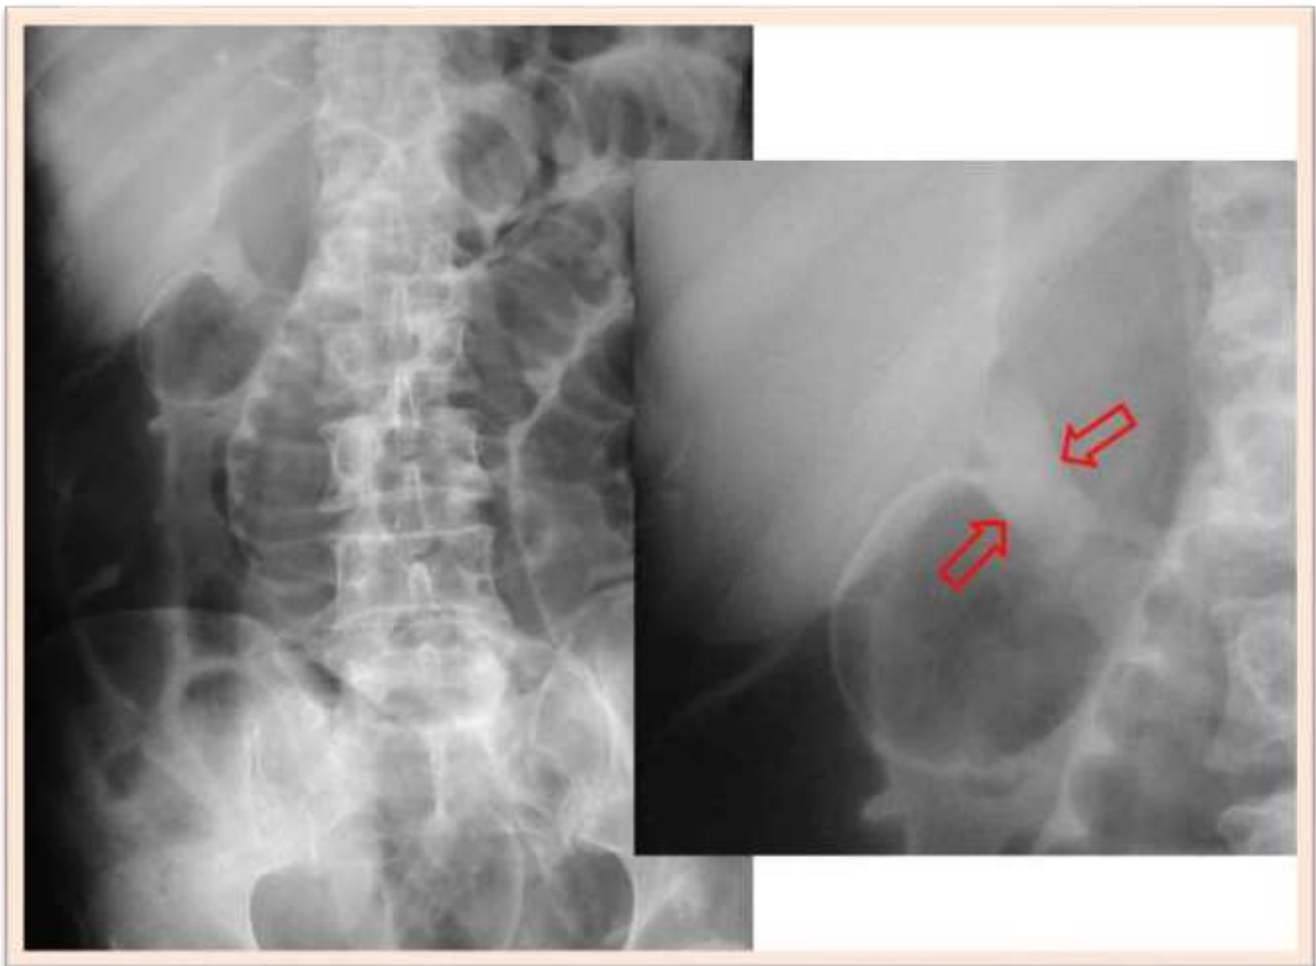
Radiografía Abdomen Ap. Signo del Ligamento teres*
